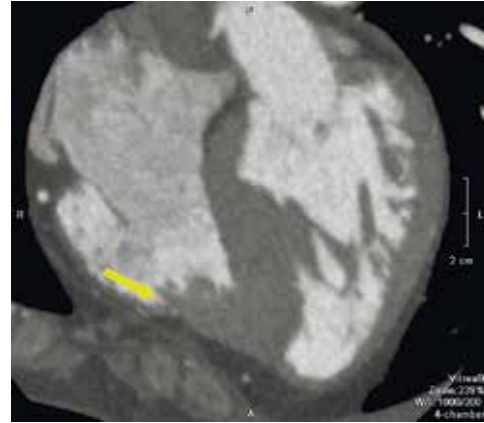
На КТ-скані серця у реформатованій чотирикамерній позиції у пацієнта з асиметричною формою ГКМП стрілкою позначено поширення гіпертрофії на верхівку та вільну стінку правого шлуночка
